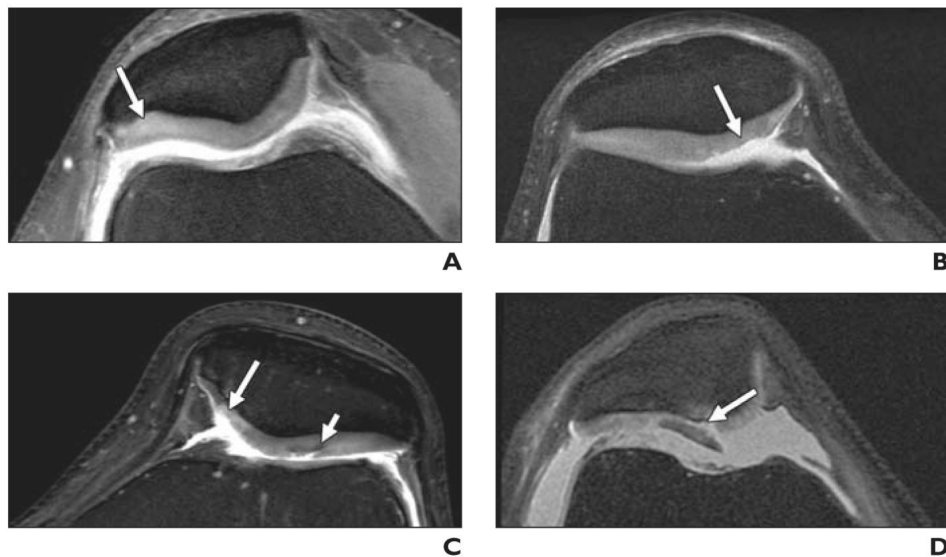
MRT-morphologische axiale FSE (fast spine echo)-Sequenzen eines Kniegelenks. A) mit einer intakten und nur minimal Signal-aufgehellten Gelenkfacette (Grad 0). B) mit einer Oberflächenläsion kleiner als 50% (Grad 1) der Knorpeltiefe. C) mit einer Läsion von mehr als 50% der Knorpeltiefe (Grad 2). D) und komplette Knorpelläsion (Grad 3) [29]. © AJR Am J Roentgenol. 2009, CC Public Domain Mark 1.0
